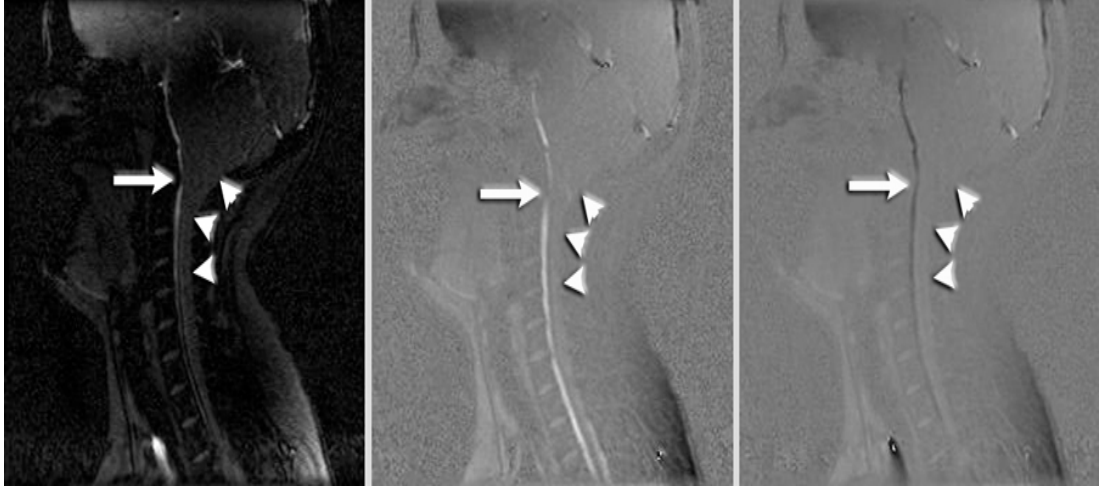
Kranioservikal MRG'de serebellar tonsiller herniasyon (9,4 mm) ve siringomyeli görünümü
